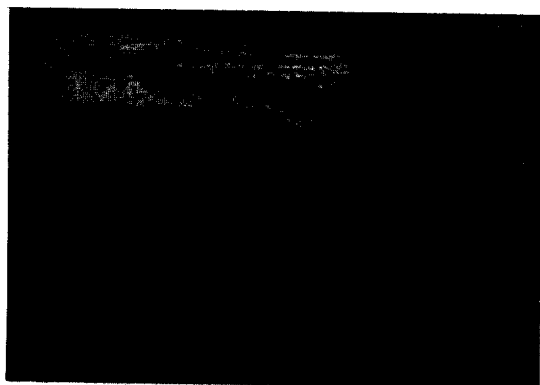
No visible doppler flow in the right superficial femoral vein.
